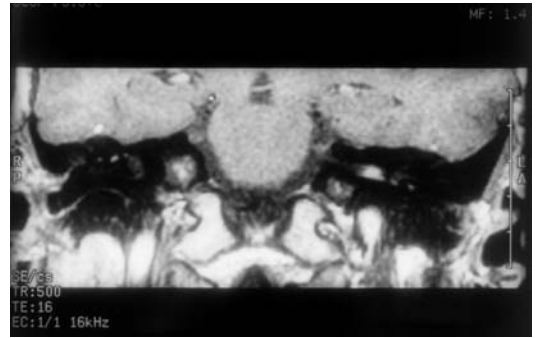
Neurinoma intracanalicular detectado como una pequeña masa brillante en la RM potenciada con gadolinio.
